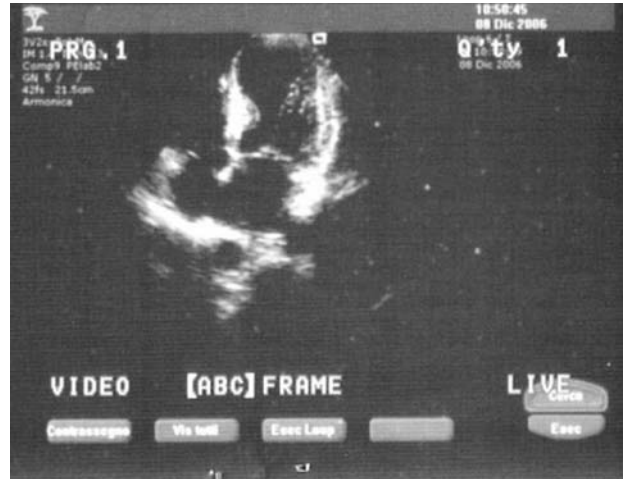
Ecocardiogramma bidimensionale in proiezione 4 camere apicale: ventricolo sinistro con aneurisma apicale.
